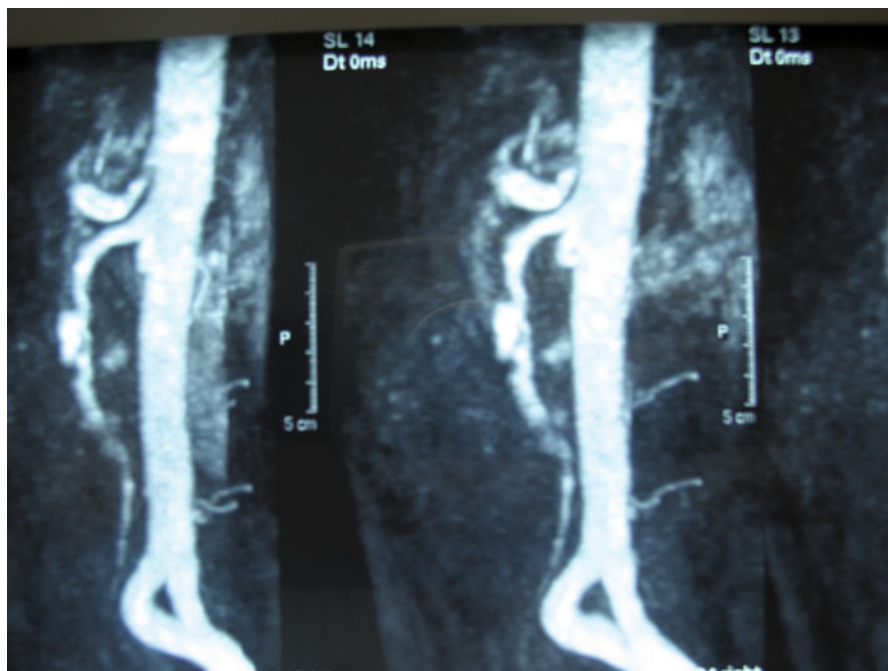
Aspect en angio IRM, coupes sagittales, d'une dissection de l'artère mésentérique supérieure, Type V.
